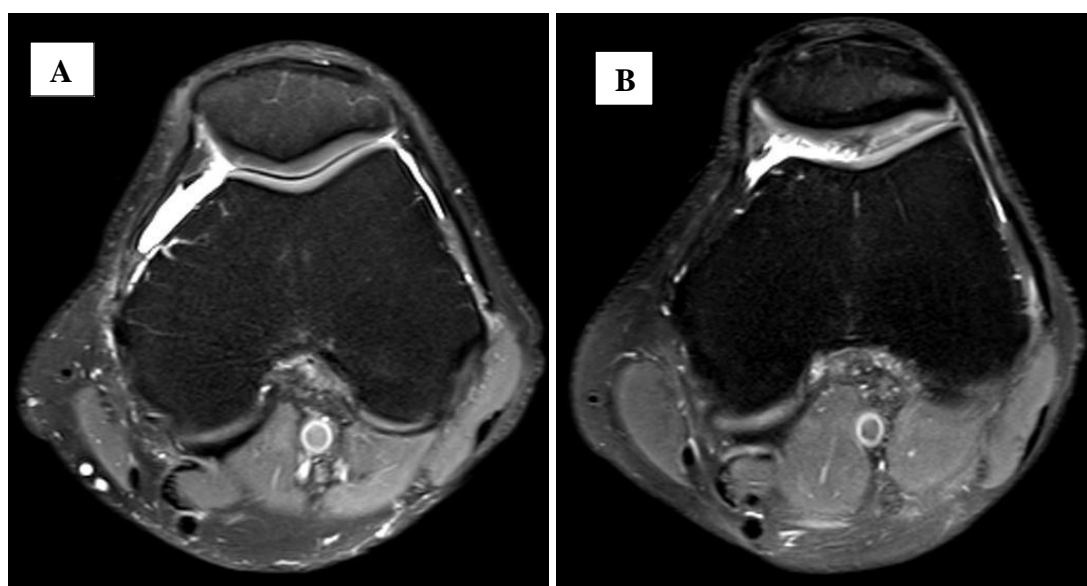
Imagens A e B – Grau II – Fissuras condrais superficiais, sem envolvimento osso -condral; Fonte: Banco de Dados de uma RM de alto campo da Clínica Campimagem.
